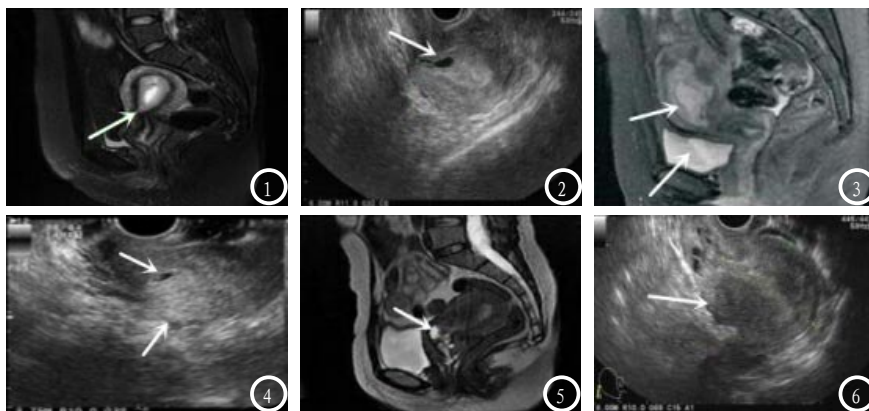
34岁, 停经46d, 阴道流血7d, 1次剖宫产史; 3.0T MRI示子宫内膜增厚, 子宫腔内可见孕囊, 孕囊突向子宫下壁切口处, 呈鸟嘴样改变, 距离子宫浆膜层约3mm, 增强后可见孕囊壁增强。图2 TVCDU, 与图1为同一患者, 子宫下段宫腔内可见孕囊样结构, 内部可见卵黄囊, 未见明显胚芽结构, 孕囊大部分位于下段宫腔内, 少部分下段深入切口处。图3 32岁, 停经58d, 阴道流血10d, 1次剖宫产史; 3.0T MRI矢状位T2WI+STIR示病灶呈长T2信号灶, 其下缘与子宫峡部前壁切口紧贴。图4 TVCDU, 与图3为同一患者, 宫腔及宫颈管内均未见孕囊样回声, 子宫下段剖宫产瘢痕处可见孕囊回声, 内见卵黄囊及胚芽, 胚芽及孕囊周边均可见血流信号。图5 29岁, 阴道流血3d, 1年前行剖宫产; 3.0T MRI矢状位T2示子宫下段切口处异常信号, 部分为高信号, 部分为低信号, 宫腔及宫颈管内未见类似孕囊信号, 峡部异常信号距前壁肌层变薄, 异常信号周围增强。图6 TVCDU, 与图5为同一患者, 宫腔及宫颈管内均未见孕囊样回声, 子宫下段可见一混合回声包块, 略向外突, 内部回声欠规则。
